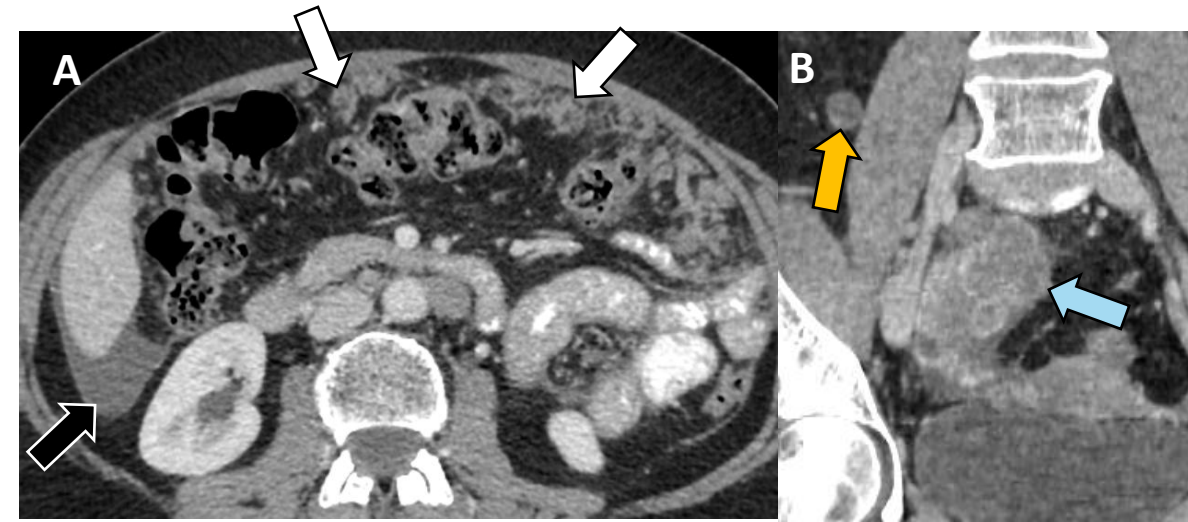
(A) TC portal axial con “omental cake” (*flecha blanca*), leve ascitis (*flecha negra*). (B) TC coronal con nódulo de partes blandas adyacente a psoas (*flecha naranja*). Masa heterogenea anexial derecha sugestiva de neoplasia de ovario (*flecha azul*).
